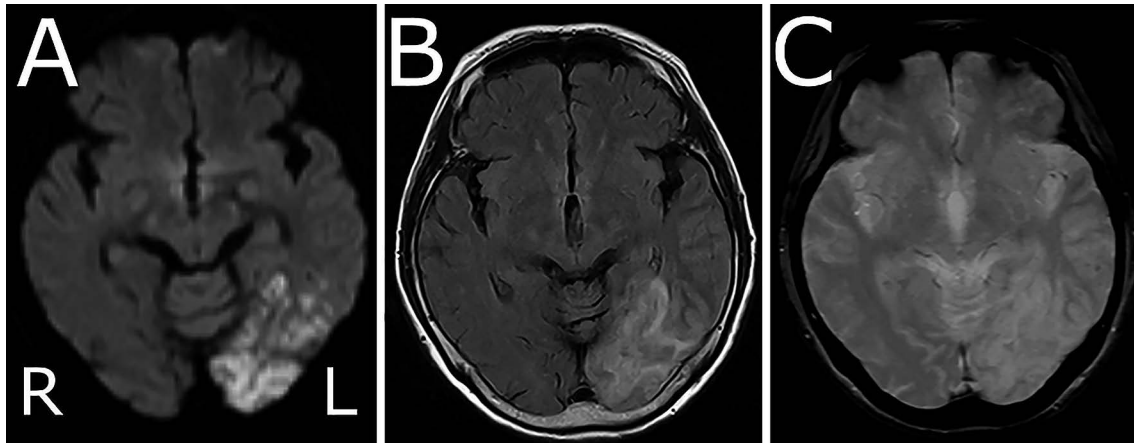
MRI on admission.
